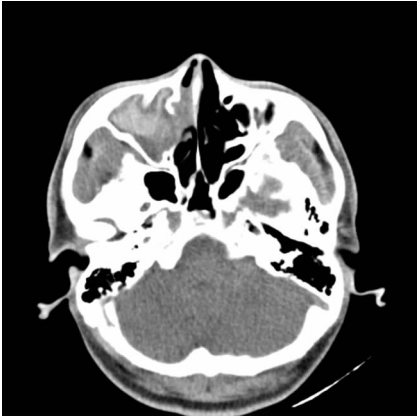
水平 CT 扫描示右侧鼻腔、上颌窦、筛窦密度增高影,病变区磨玻璃样密度影伴中央区星状分布的钙化点
